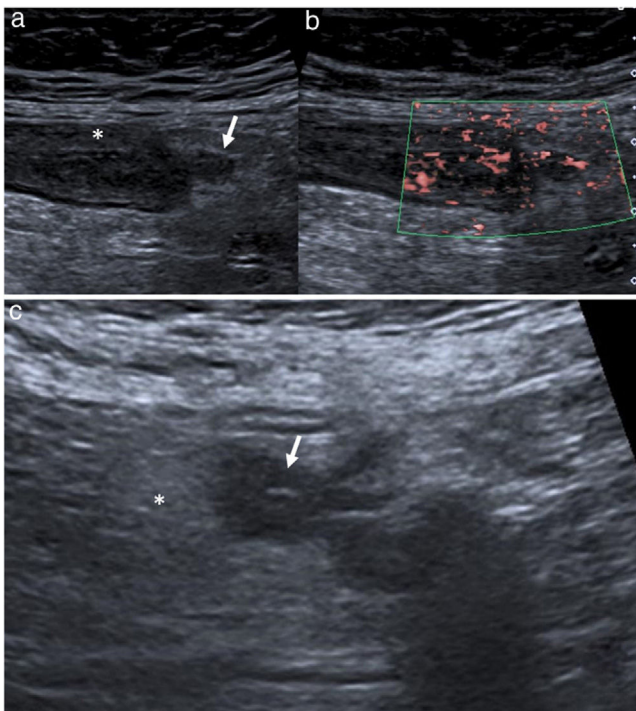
Imagen ecográfica de diverticulitis aguda de colon izquierdo leve. A) Un segmento de colon colapsado con (*) engrosamiento mural e hipocogenidad de su pared; divertículo inflamado (flecha). B) Hipervascularización de las paredes del colon y del divertículo inflamados en modo Doppler color. C) Aumento de la ecogenicidad de la grasa peridiverticular (*), correspondiente a un área flemonosa peridiverticular; divertículo con paredes engrosadas (flecha).
